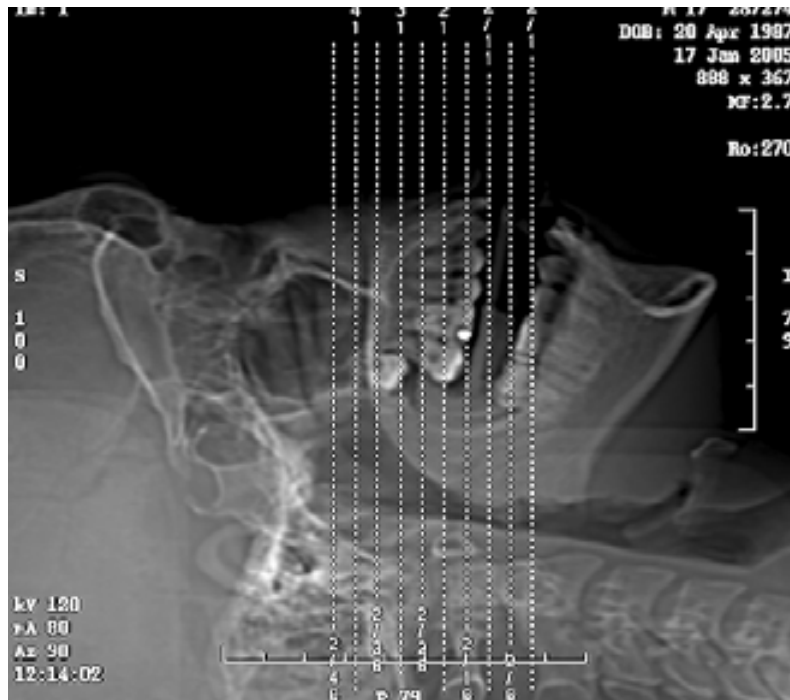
Radiografía Digital Lateral en donde se observan los límites superior e inferior del estudio. Observe que los cortes son realizados paralelos al maxilar superior en este caso.
